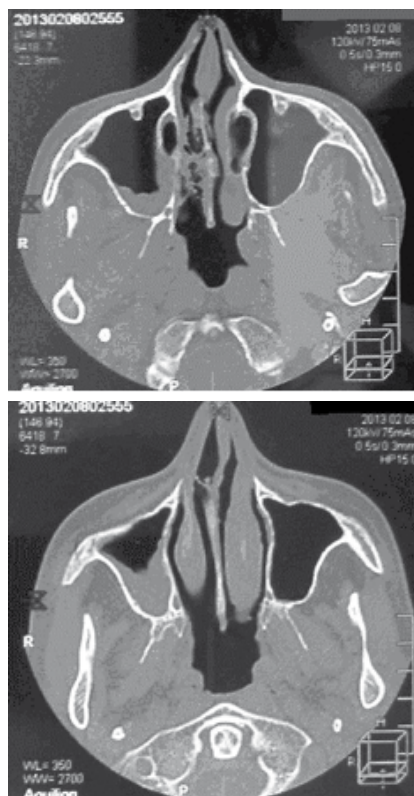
КТ придаточных пазух носа от 08.02.13 г.
